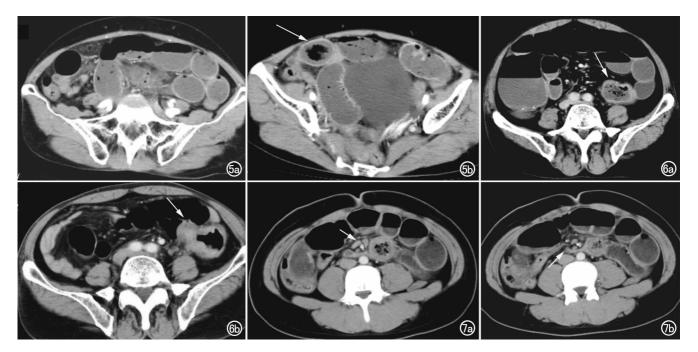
CT诊断为肠石性肠梗阻并右下局限性腹膜炎,手术证实为慢性阑尾炎。a) 阑尾末端与远端大网膜形成粘连束带,回肠进入其内形成腹内疝并腹膜炎; b) 肠石梗阻(箭)。 图 6 a) CT检查疑乙状结肠癌并肠石梗阻(箭),患者拒手术,保守治疗好转后出院; b) 两个月后肿瘤进展明显(箭)。 图 7 a) 肠石梗阻合并肠系膜多发淋巴结肿大(箭); b) 梗阻远端明显萎陷(箭)。
